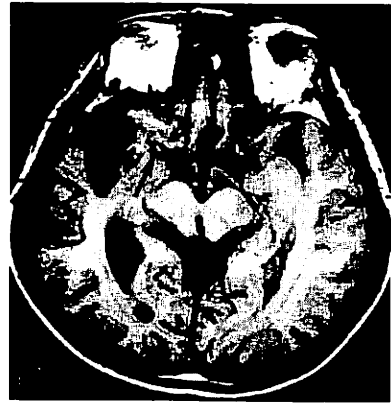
T1-weighted MR image obtained nine months after the ictus. Arrow indicates the intramural hematoma.
